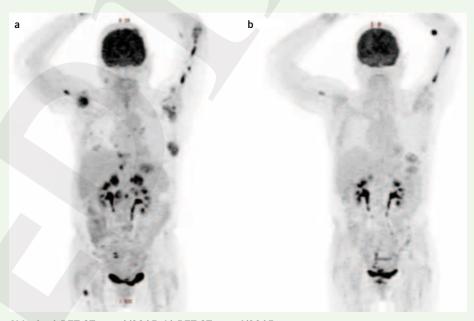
a) PET-CT vom 1/2015, b) PET-CT vom 4/2015
